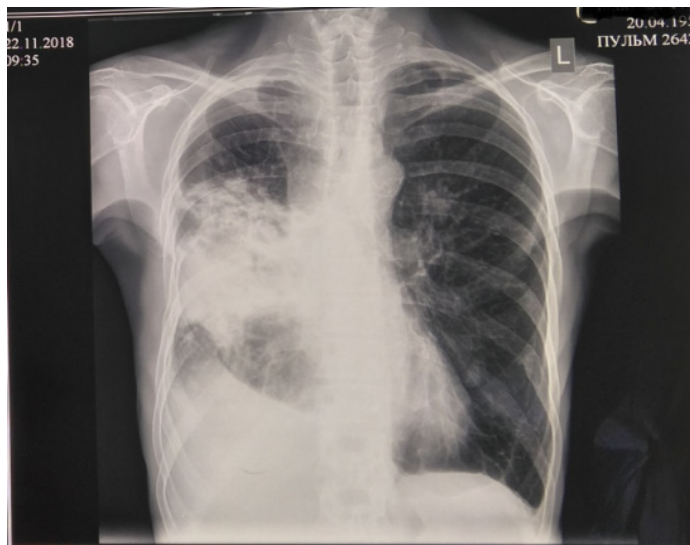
Рентгенограмма органов грудной клетки от 22.11.2018
